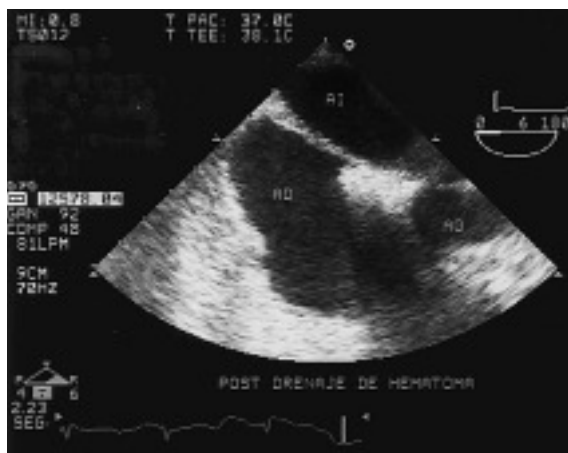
Imagen obtenida por ecocardiograma transesofágico tras la evacuación del hematoma retroauricular en la que se observa la aurícula derecha expandida; AI: aurícula izquierda; AD: aurícula derecha; VI: ventrículo izquierdo; AO: aorta.
